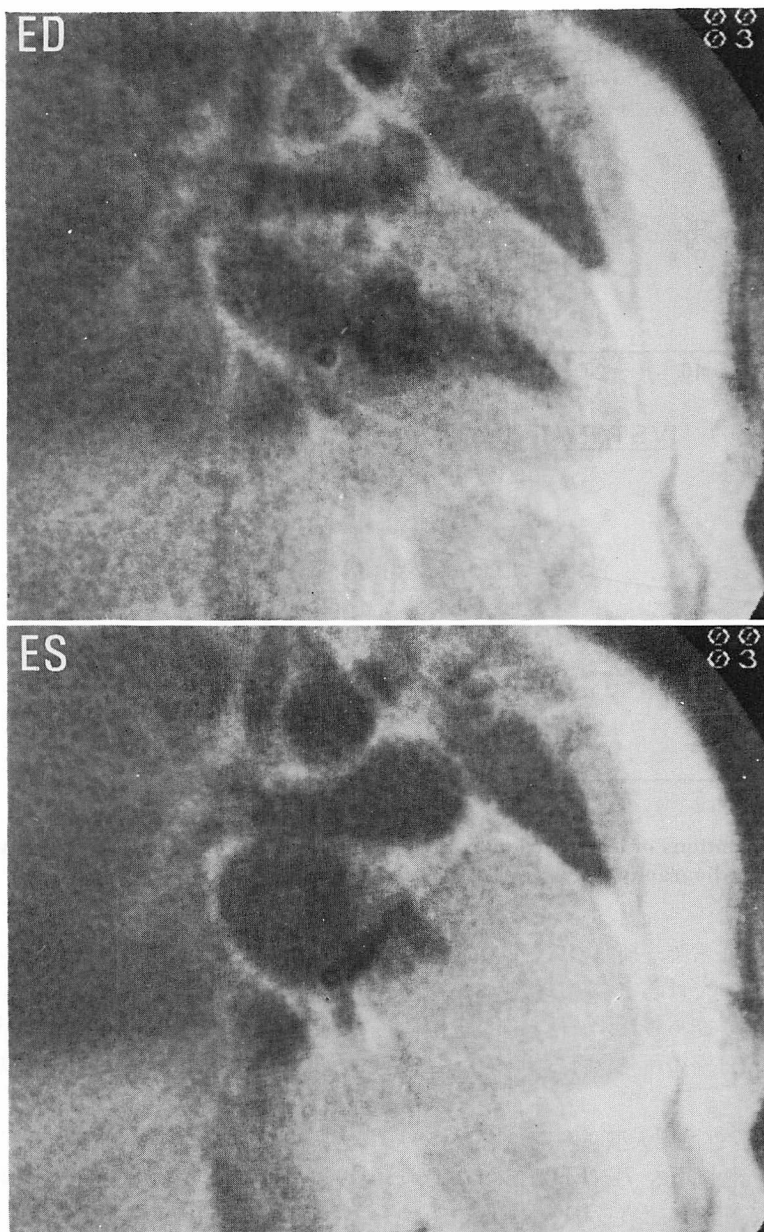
MR images of Case 2 with hypertrophic cardiomyopathy (53 y.o., woman) (oblique longitudinal scan / ED=end-diastolic phase; ES=end-systolic phase)
